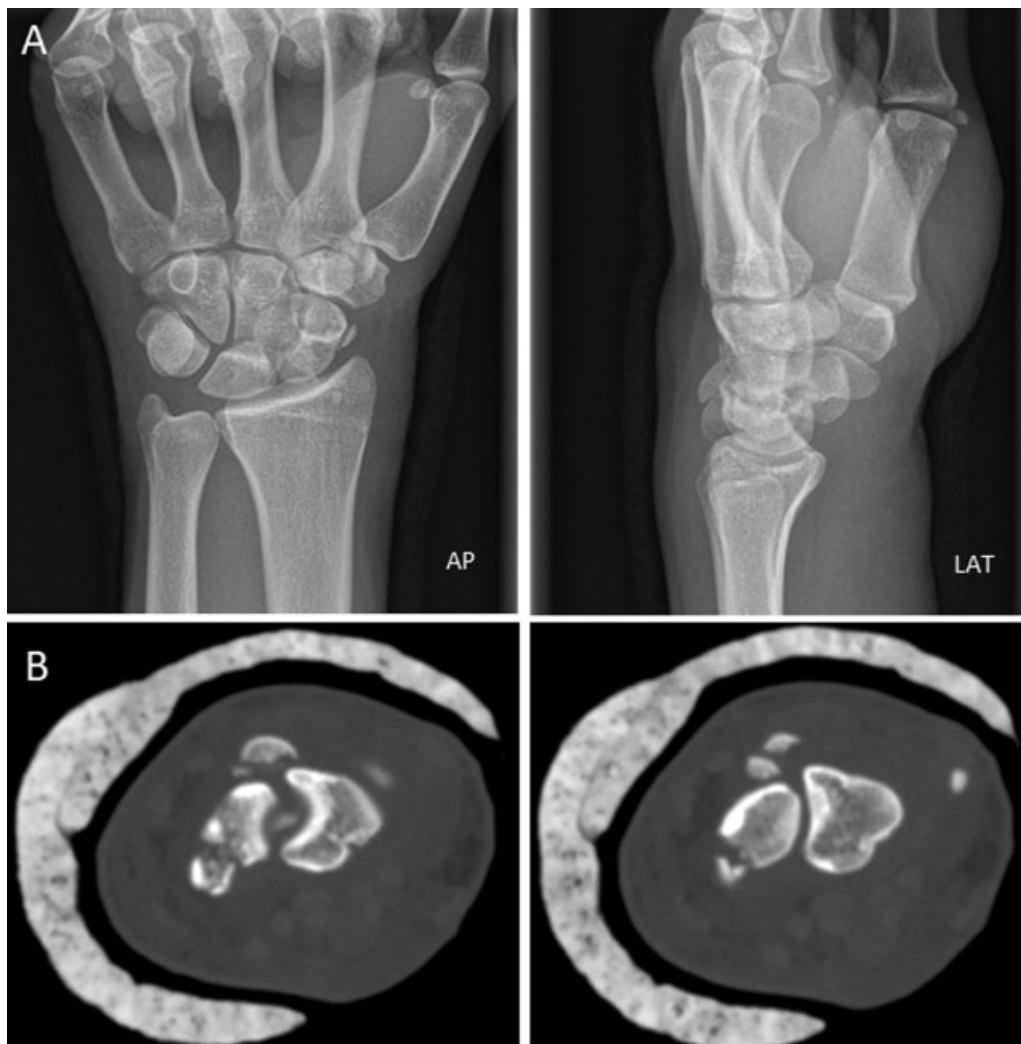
(A y B) (A) Radiografías posteroanterior y lateral iniciales. Apréciase en la radiografía lateral la luxación dorsal de los fragmentos del hueso grande. (B) Cortes axiales de la tomografía axial computarizada que muestran la fractura del escafoides y fragmentos óseos dorsales.
